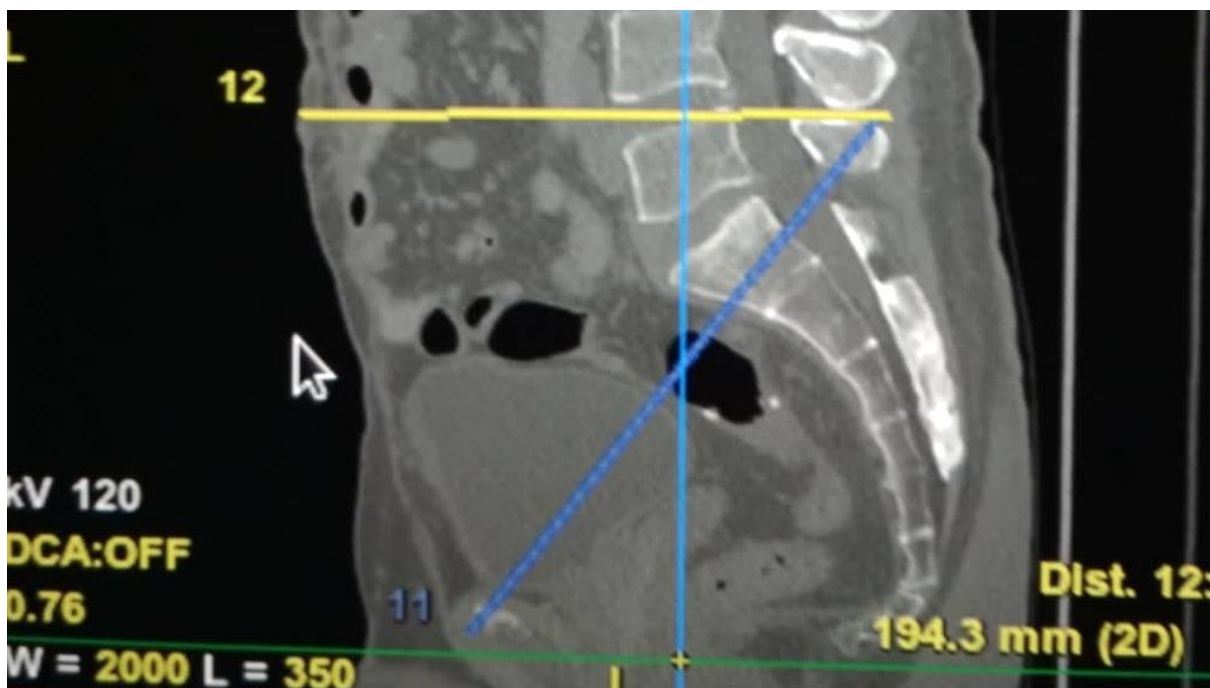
Znáznornění měření distantia bispinalis pomocí CT (autorský snímek)
